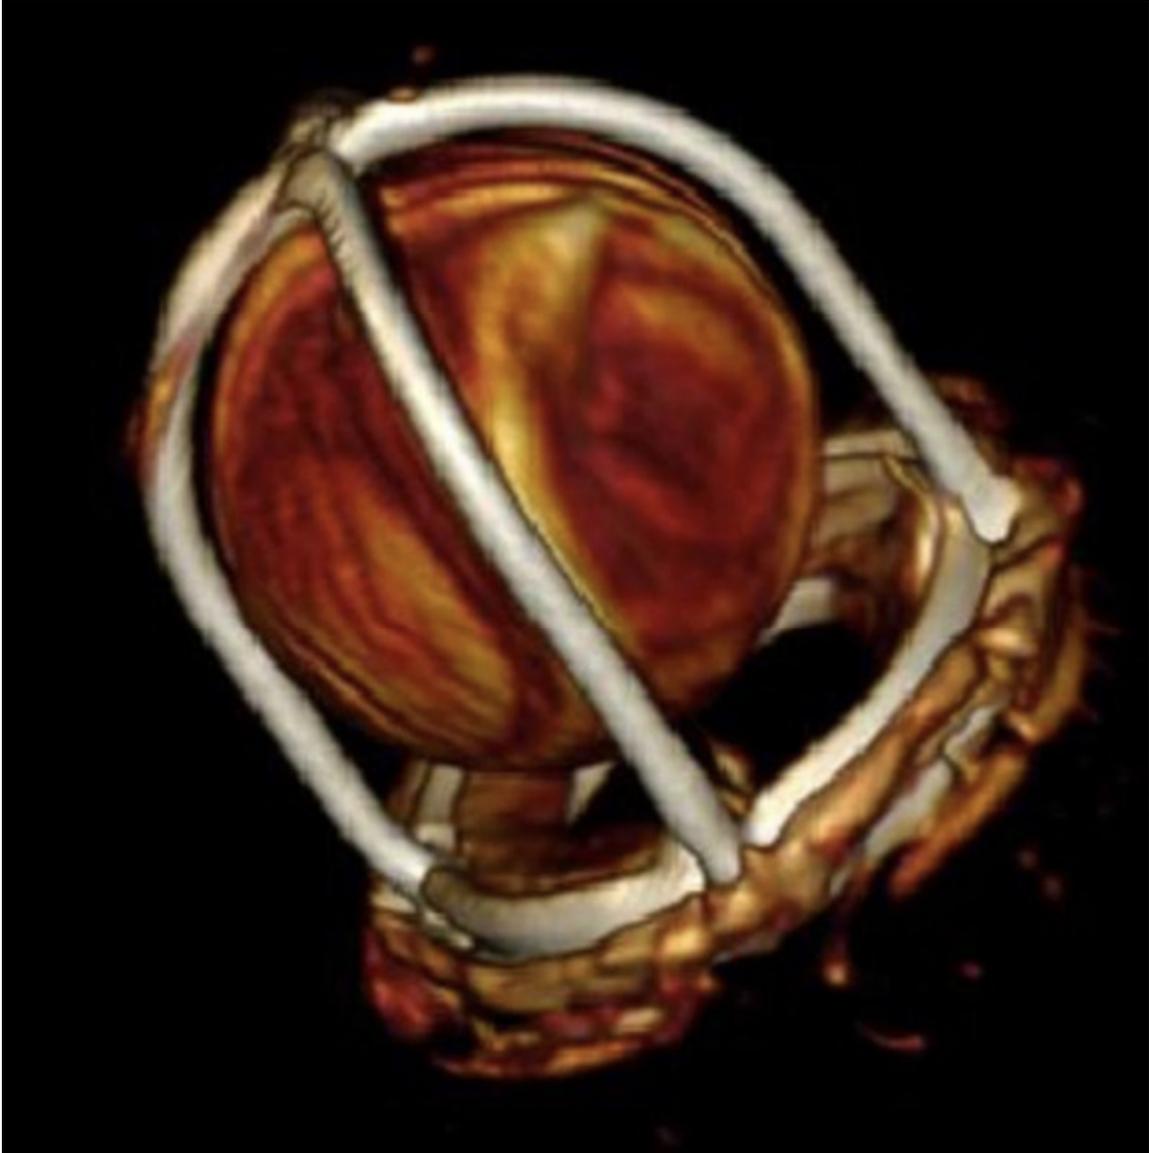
Imagen de tomografía de alta resolución que muestra la deformación de la bola.
